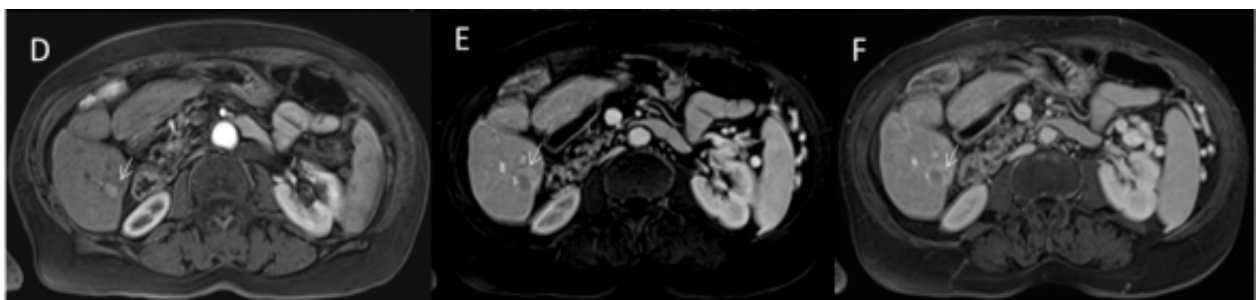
CHC sur segment VI. Bilan IRM. La lésion (flèche) avec HVPA au cours de la phase artérielle (D) d'étude de contraste, avec lavage et apparition de capsule pendant la phase portale (E) et tardive (F) après injection contraste. [70]
